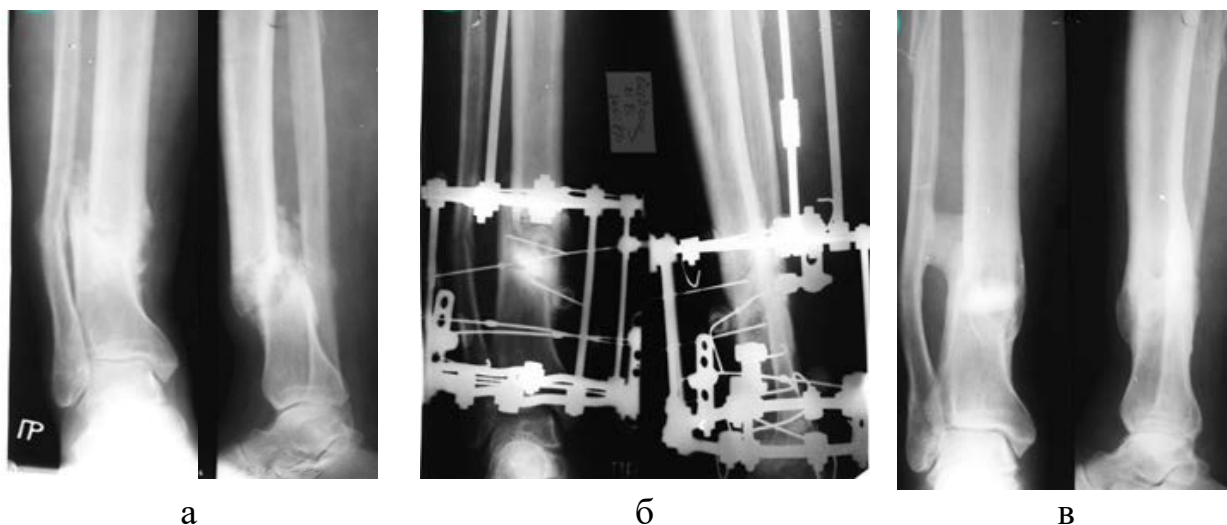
Рентгенограми хворого Ф. на момент госпіталізації (а), після хірургічного втручання (б) та через 16 тижнів після операції (в).
